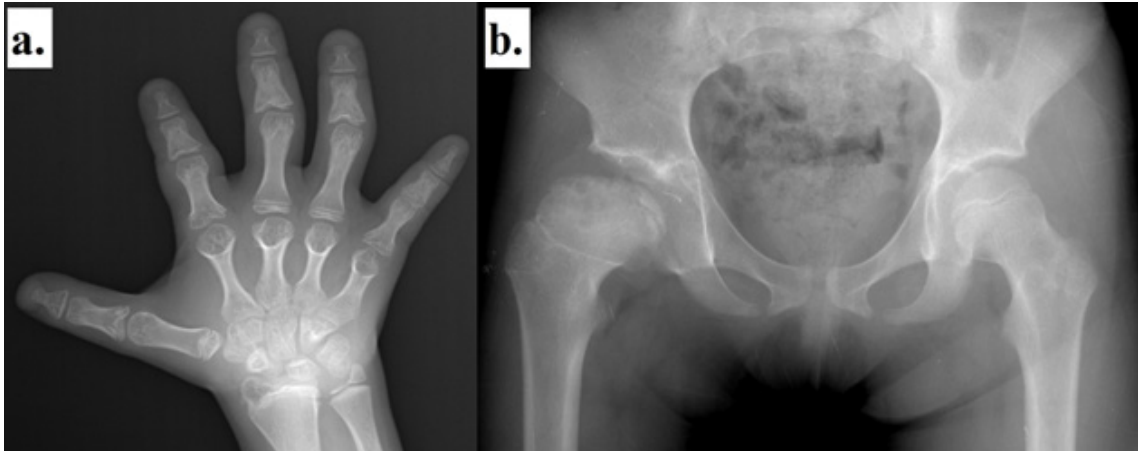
Radiographic examination of our patient reveals a. characteristic appearance of cone-shaped epiphyses and symphalangism in the fifth proximal interphalangeal joint b. Legg-Calve-Perthes disease in the right hip.
